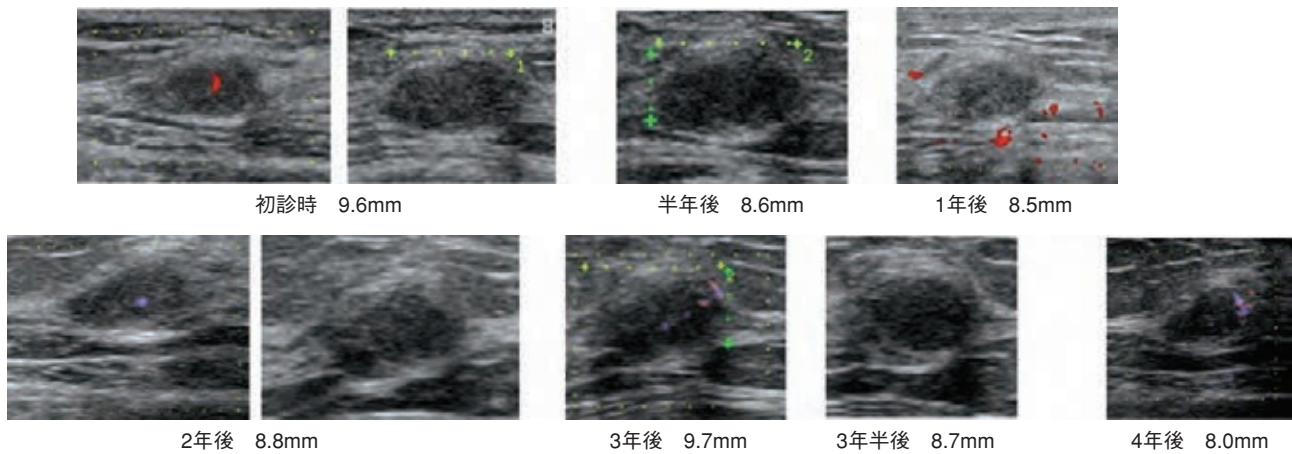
線維腺腫としてフォロー中に乳癌と診断された症例の超音波画像
